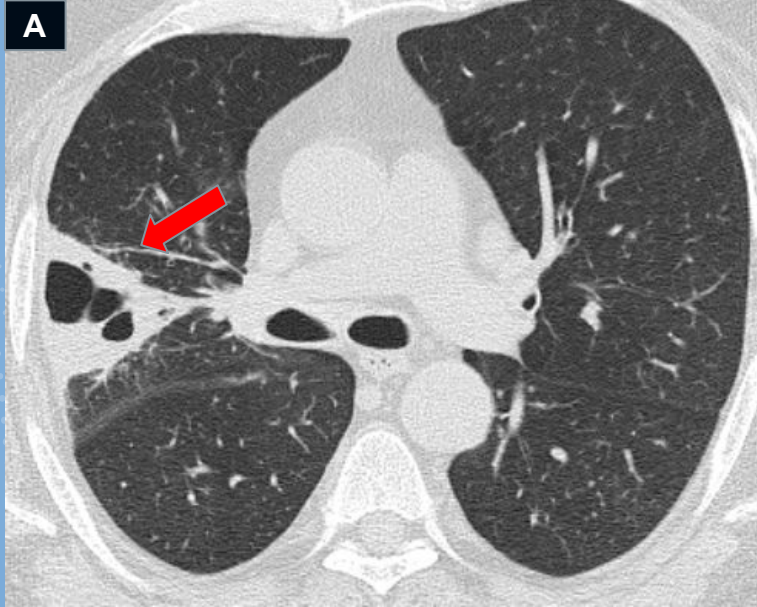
Neumonía. Tomografía de tórax ventana parenquimatosa: opacidad consolidativa cavitada (flecha roja).
